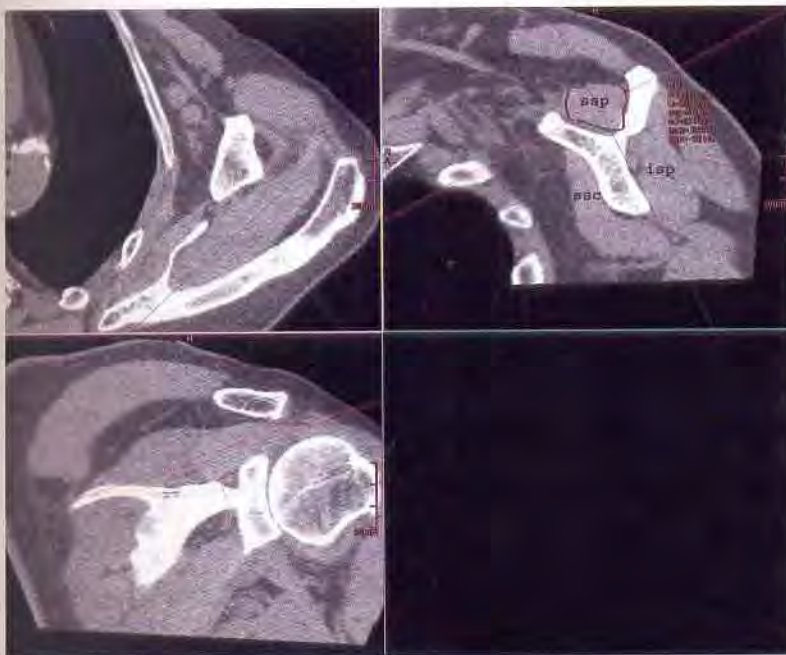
CT-Bestimmung der Muskelatrophie im Weichteilfenster am reformatierten koronaren Bild. Beachte: Die Messebene sollte etwas hinter der Glenoidebene liegen, da bei einer Ruptur Sehne und Muskel retrahiert und dadurch das Messergebnis verfälscht sein könnte.
